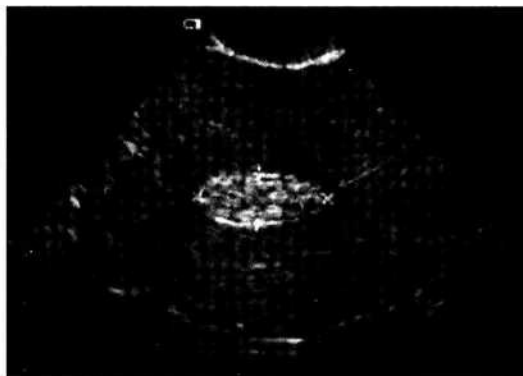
Полип эндометрия. УЗИ
